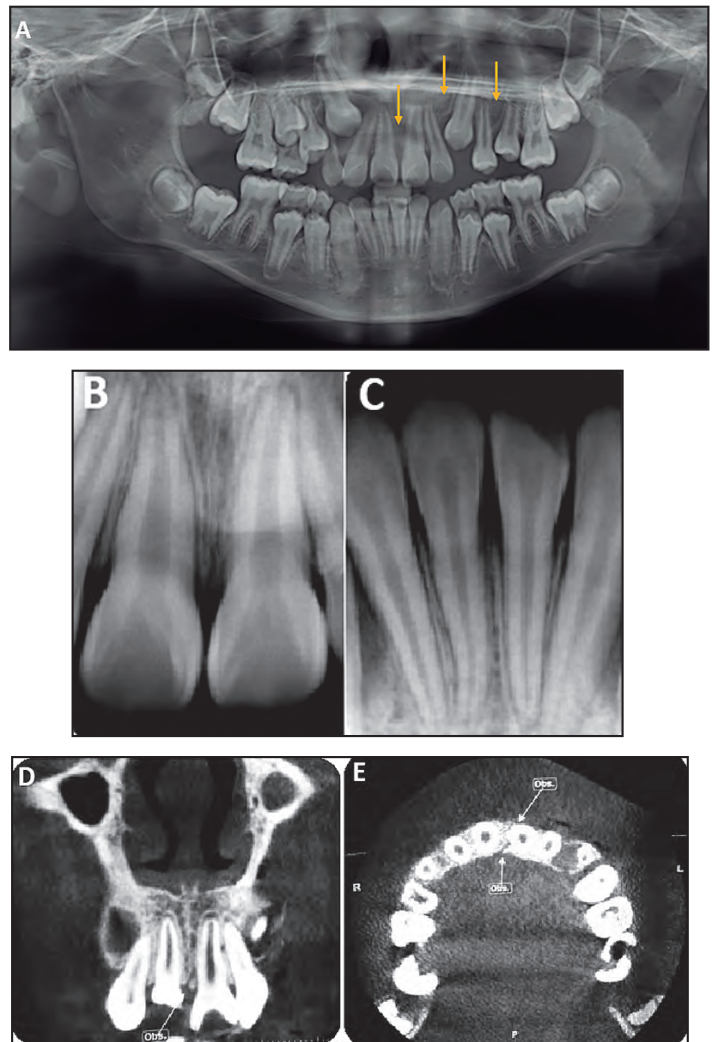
A: Radiografía panorámica en la cual se logran apreciar los rasgos de fractura del proceso alveolar indicados con una flecha amarilla. B y C: Radiografías periapicales de dientes anteriores afectados. Pieza 2.1 se evidencia un aumento del espacio del ligamento periodontal apical y falta de cierre radicular apical. Pieza 3.1 con fractura de esmalte no complicada y un aumento del espacio del ligamento periodontal apical. D y E: Tomografía Computarizada Cone Beam con la cual acude la paciente, en el corte coronal (D) se evidencia rasgo de fractura del proceso alveolar que se extiende desde la zona interincisiva, comprometiendo tercio medio radicular de pieza 2.1, se evidencia además asociado a esta pieza un aumento del espacio del ligamento periodontal apical. En el corte transversal (E) observamos como rasgo de fractura se extiende en sentido vestíbulo palatino.
